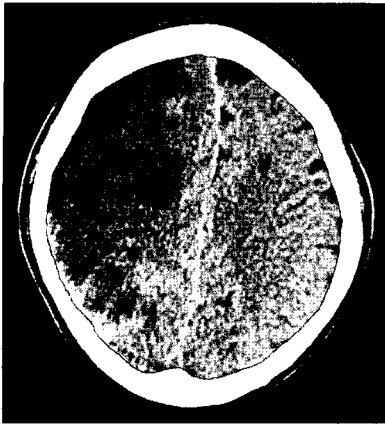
Coronal view of brain CT, taken at postoperative 2 days, shows extensive low attenuated lesion in the right cerebral hemisphere with definite midline deviation to the left side.
